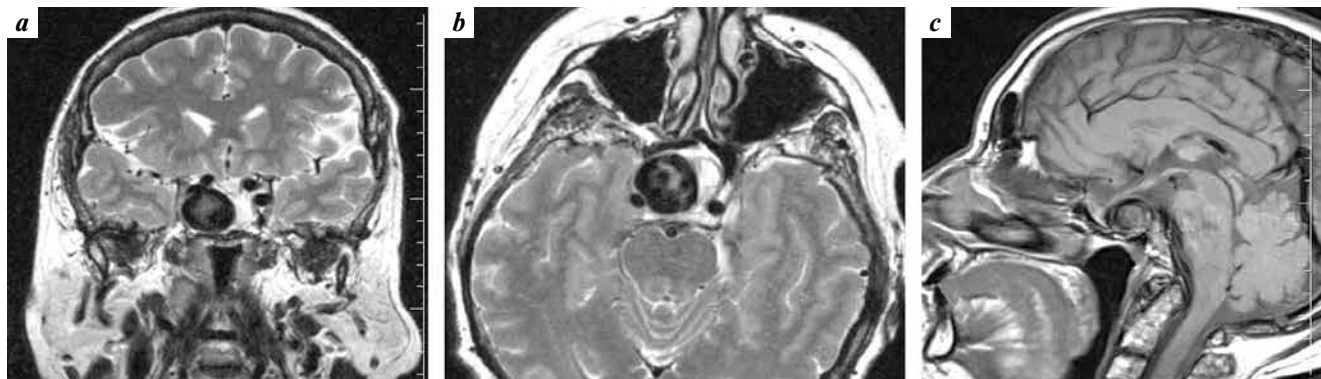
Magnetic resonance tomograms of the brain of patient K. from 2019 in frontal (a), axial (b) and sagittal (c) projections. Determined by endo-supralaterosellar formation
